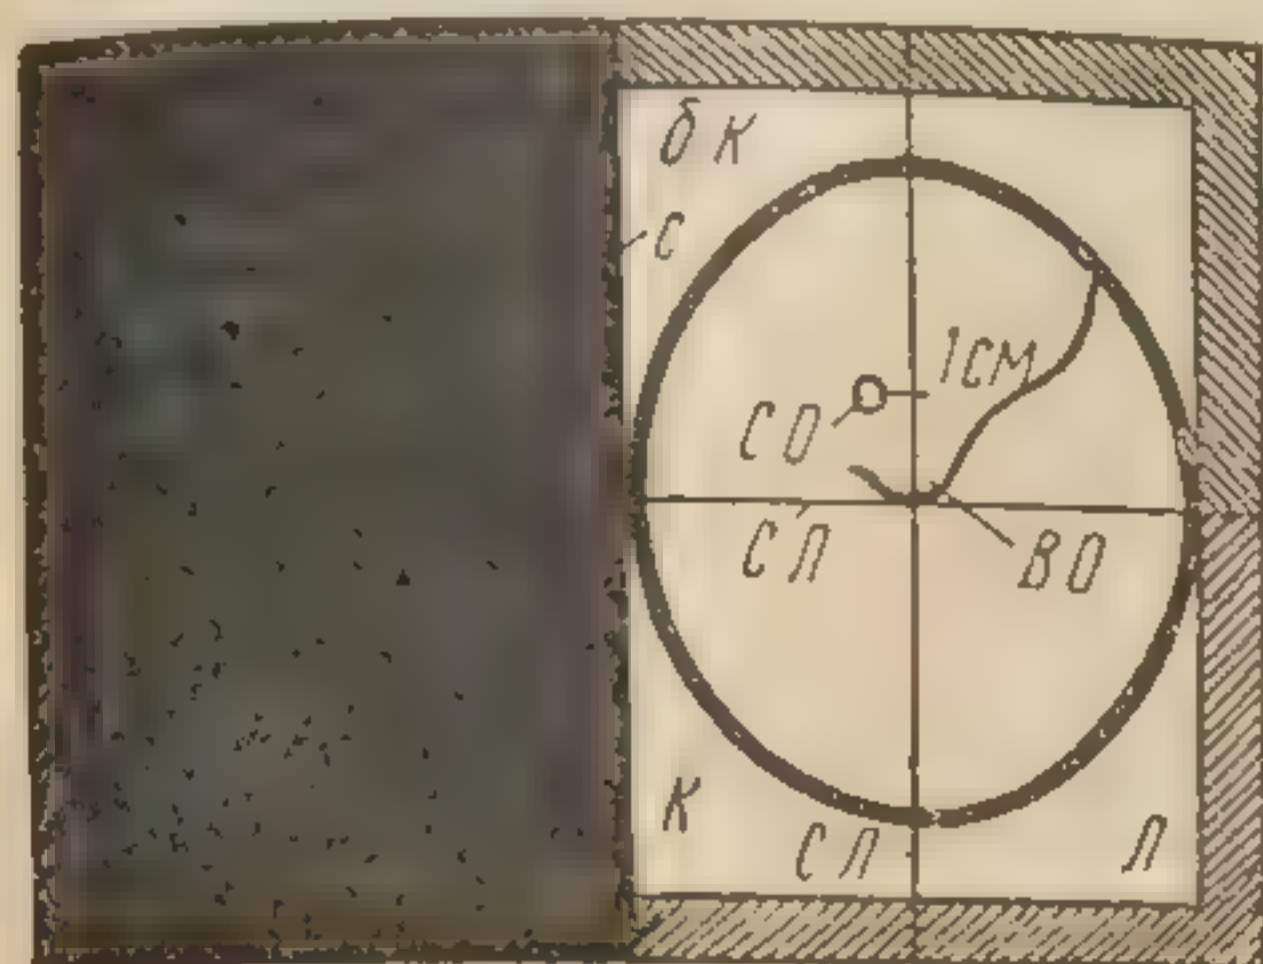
Схемы укладки височной кости для рентгенограммы височной кости в боковой проекции. Т — тень пирамиды; ЦЛ — центральный синус; П — поперечный синус; СЛ — сосцевидный синус; ЛС — луковица яремной вены; ГЛ — гребень пирамиды. 13 см — размер пленки.
